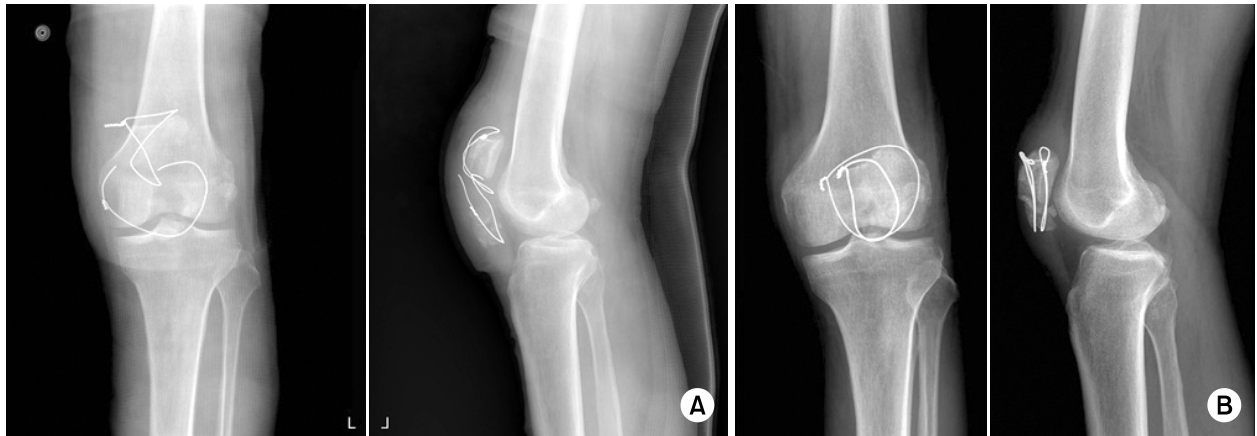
(A) Anteroposterior and lateral plain radiographs showing a broken wire, two months after the operation. (B) Anteroposterior and lateral plain radiographs showing the reoperation.
